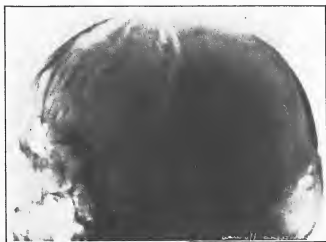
Radiographie simple du crâne. On voit des sillons des vaisseaux.
